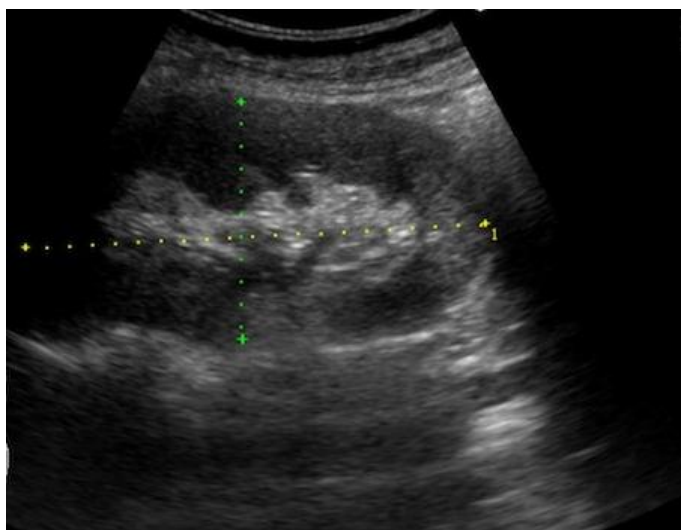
Эхопозитивное образование в правой почке по данным УЗИ. Коралловидный конкремент.
